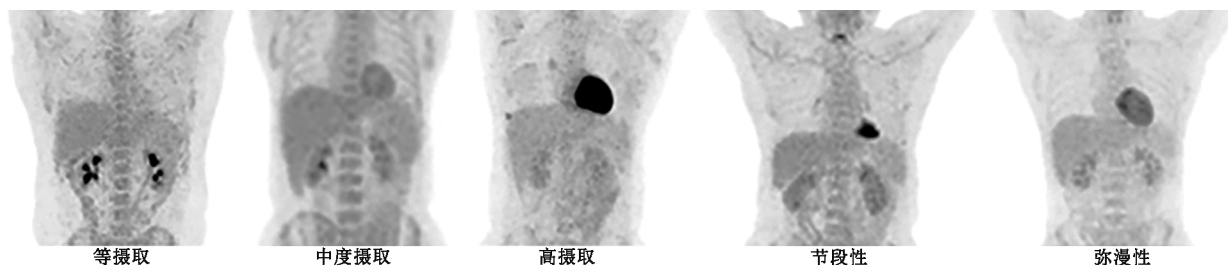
<sup>18</sup>F-脱氧葡萄糖(FDG)PET/CT 图像视觉分析心脏摄取分类图。左室壁等摄取指心肌摄取低于心血池摄取,中度摄取指心肌摄取介于心血池摄取与肝摄取之间,高摄取指心肌摄取高于肝摄取
